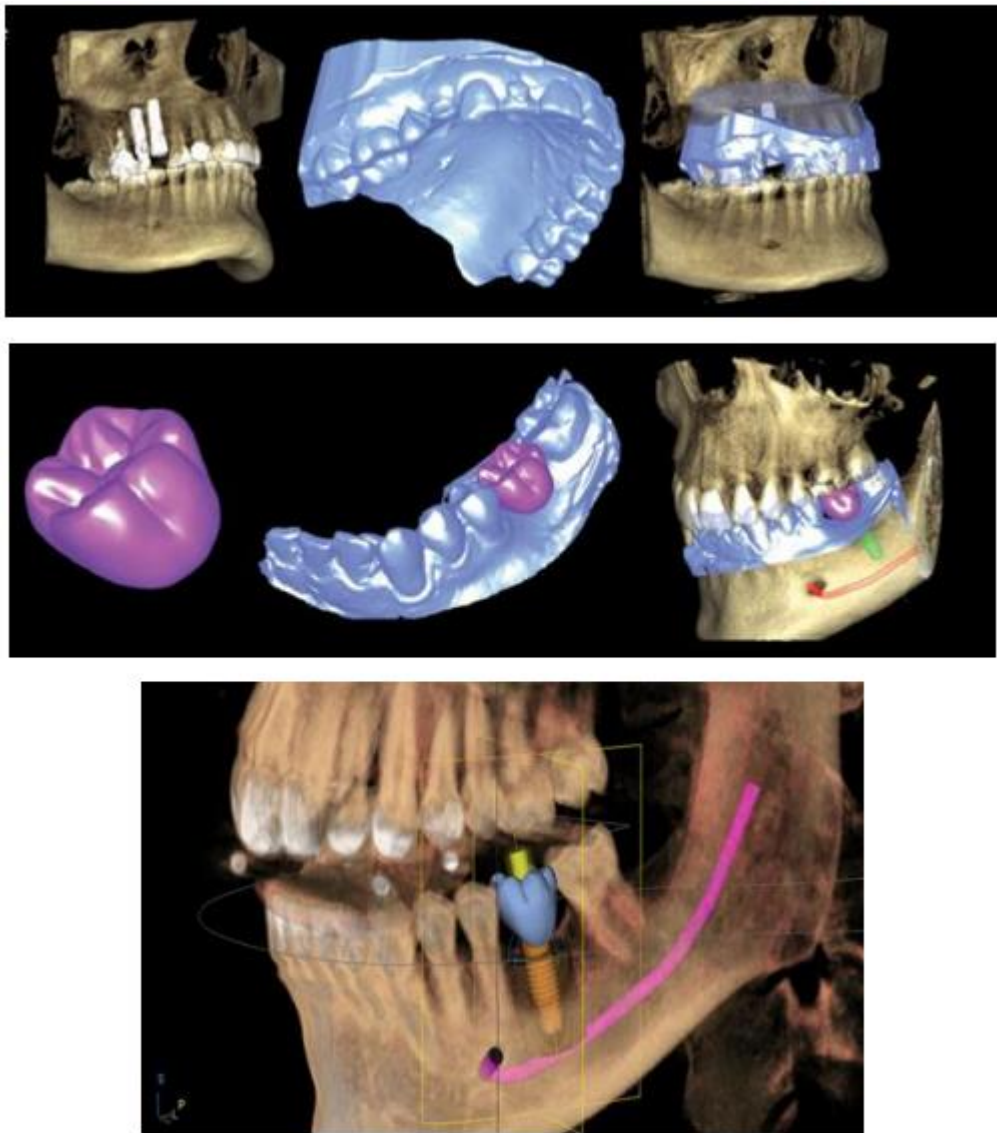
Планування ортопедичного та хірургічного лікування. Накладення конусно-променевої комп'ютерної томограми, 3D-моделі щелепи і відсканованого відбитку в CAD-модулі Planmeca ProMax 3D
